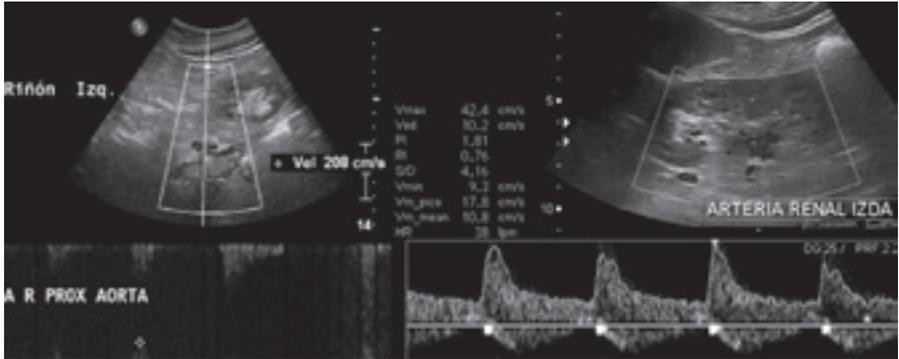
Ecografía doppler renal inicial. 1b. Ecografía doppler renal tras angioplastia y colocación de stent.
